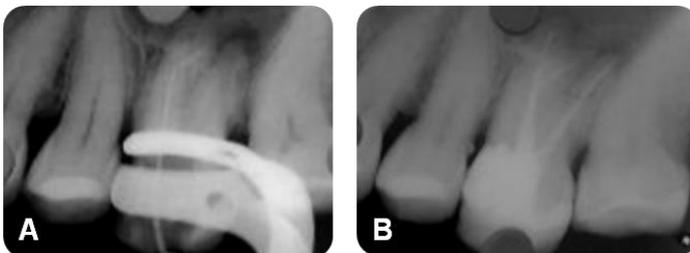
Caso clínico 4. A) Radiografia do dente 26. B) Radiografia final do dente 26.
